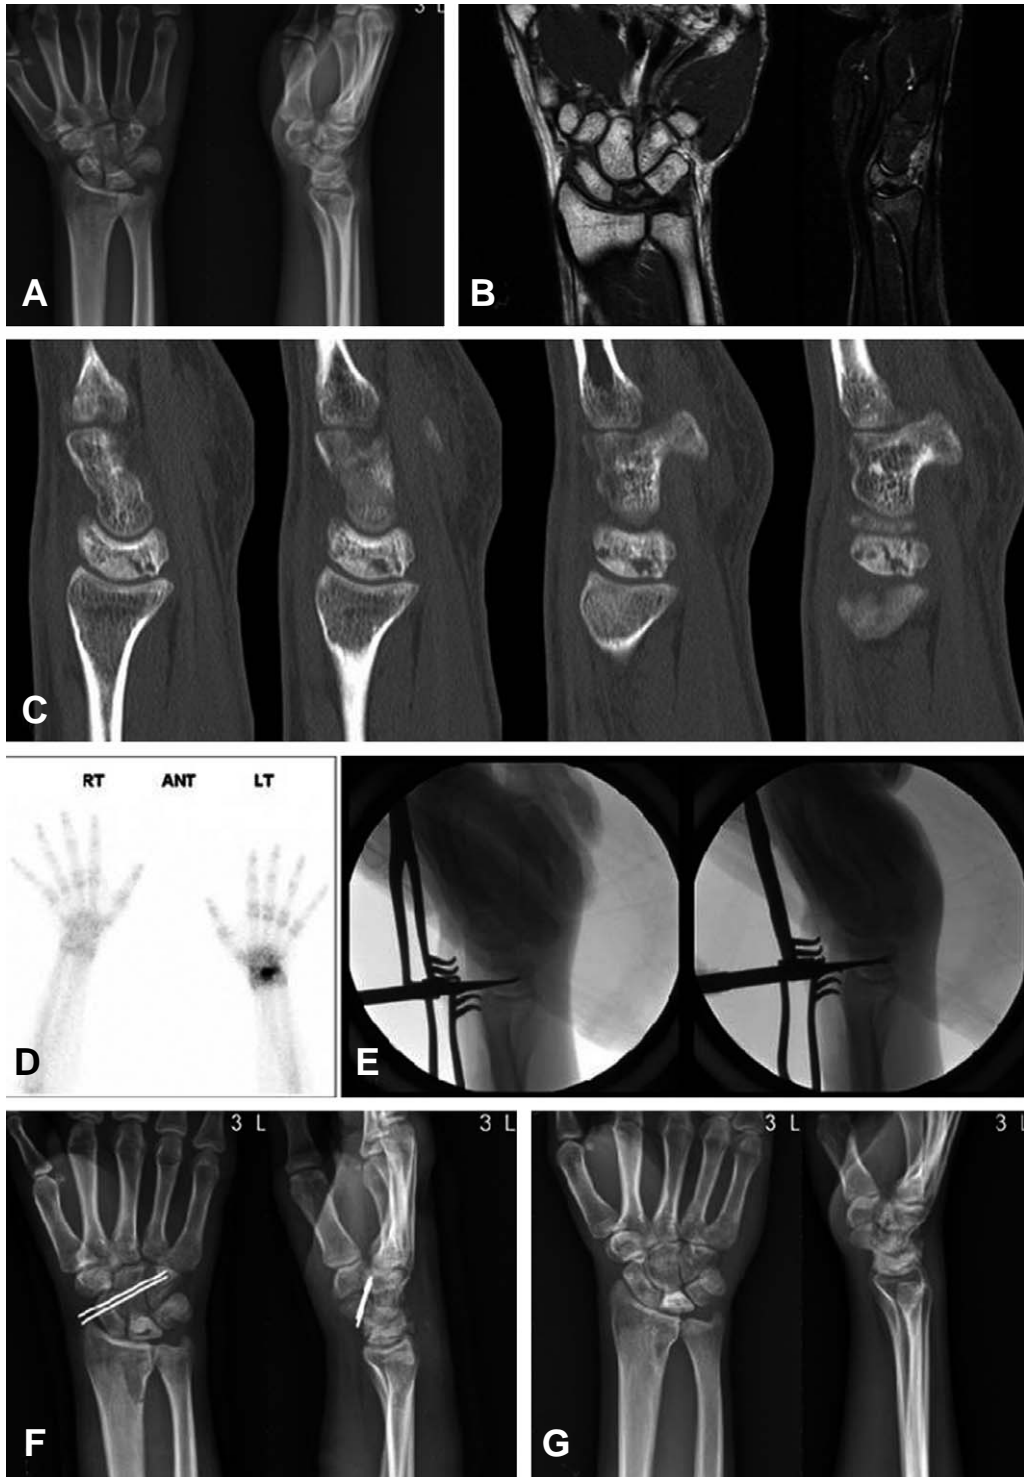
A 20-year-old male with stage IIIa Kienböck disease of the left wrist. (A) Preoperative radiographs showed collapse and fragmentation of the lunate without subluxation of the scaphoid. (B, C, D) Preoperative MRI, CT, bone scan showed findings consistent with plain radiographs. (E) Under the fluoroscopic guidance, necrotic bone of the lunate was fully removed with a burr and curettes. (F) Postoperative radiographs showed temporary fixation of scapho-capitate-hamate bone with two K-wires. (G) Radiographs 12 months after surgery showed well maintained carpal height ratio and radio-scaphoid angle without further lunate collapse or arthritic changes.
